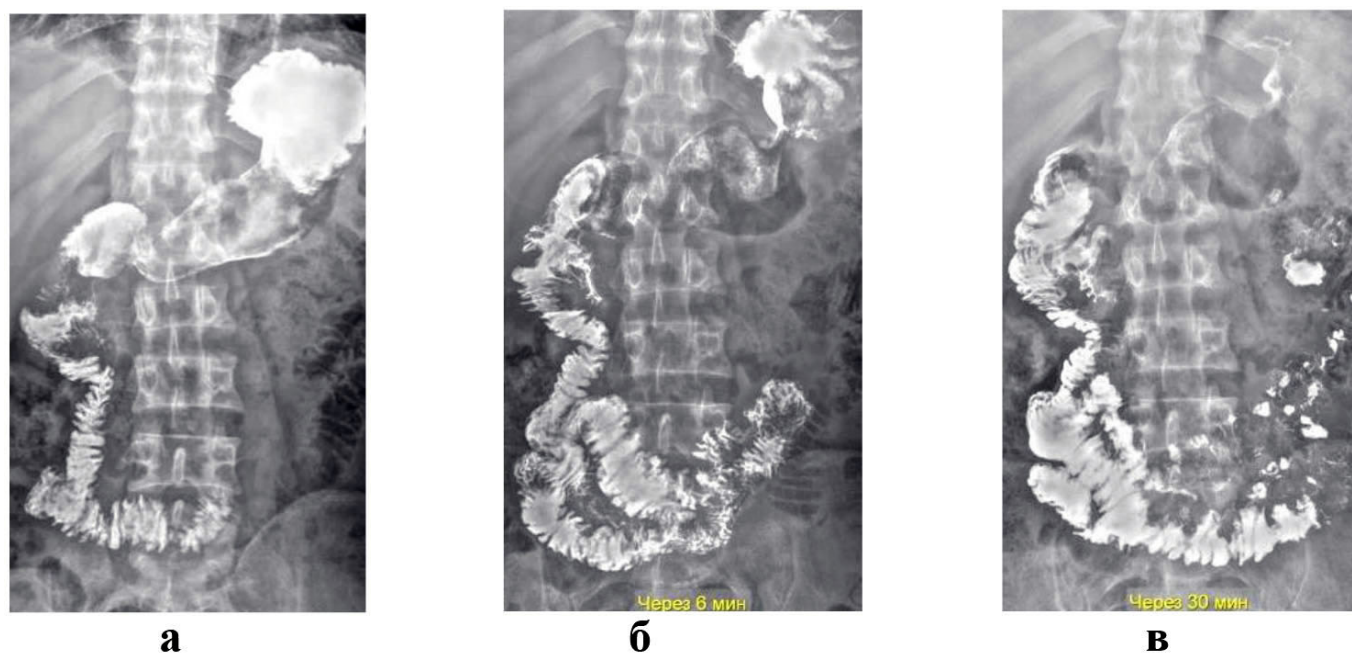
Рентгеноконтрастное исследование ЖКТ после реконструктивной резекции части ДПК и тощей кишки с дуоденоеюноанастомозом бок в бок. Динамика эвакуации контрастного вещества из желудка через дуоденоеюноанастомоз в тощую кишку: а) исходная картина; б) через 5 минут; в) через 30 минут
